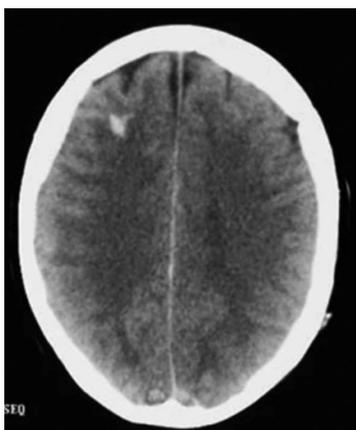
Tomografia com pequena contusão frontal. Fonte: Radiopaedia (2022).
